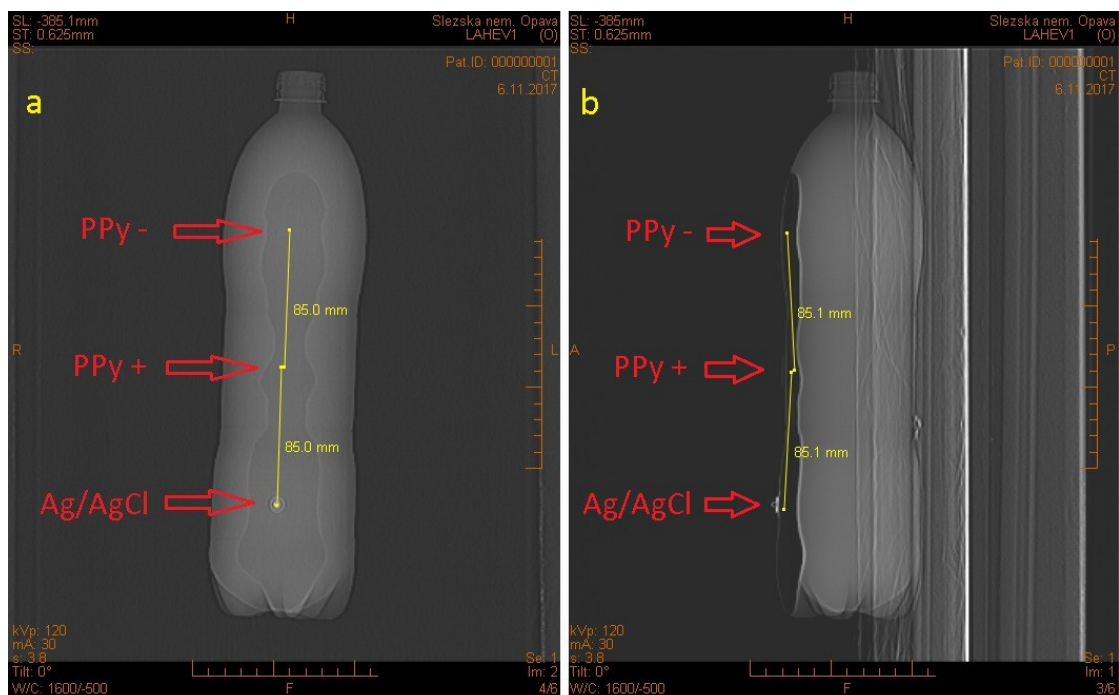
CT snímek (NATIV) řezu agarů se samotnými PPy elektrodami s našitým suchým zipem
